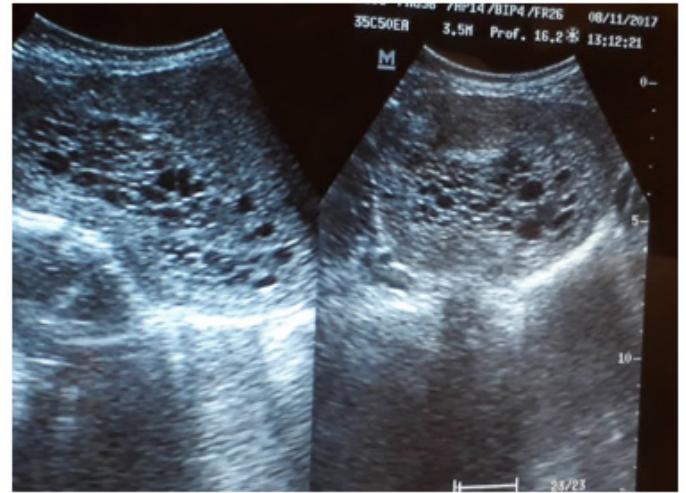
Grossesse molaire avec à l'échographie une masse multi-vésiculaire en « nid d'abeille » et utérus globuleux.
